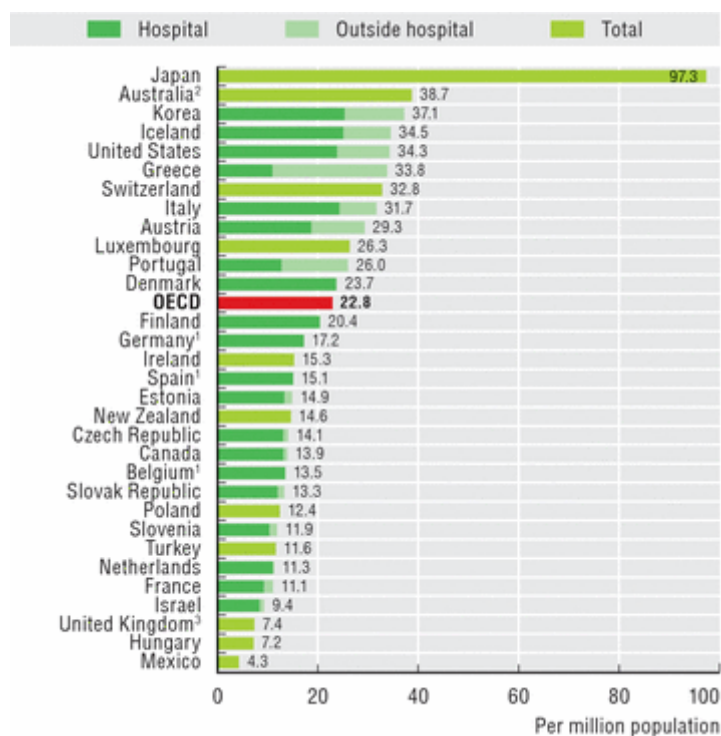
Aantal MRI toestellen per miljoen inwoners 2009
